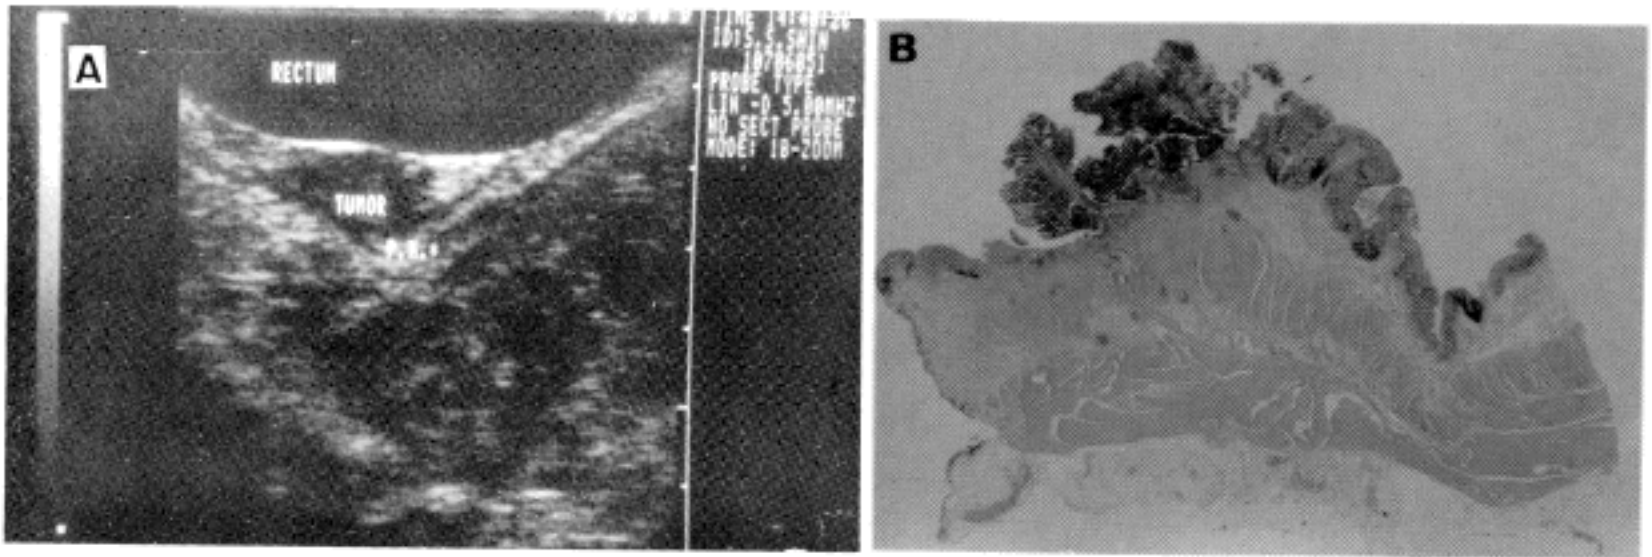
Linear scan of polypoid rectal carcinoma shows a uT 1 hypoechoic tumor mass. Hypoechoic proper muscle layer is well preserved (A). Macroscopic picture (B) corresponds to the ultrasonographic findings.
